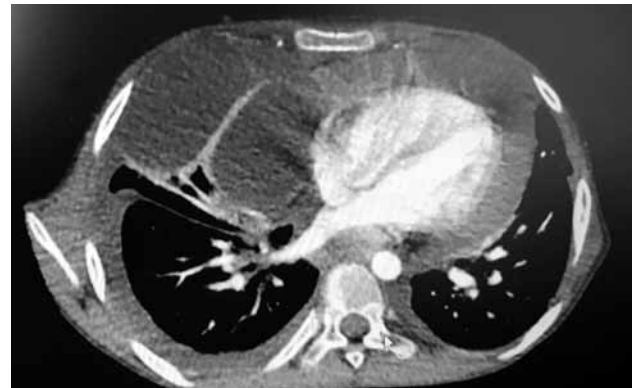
Computed-tomography image. Pericardial thickening and large amount of pericardial and pleural effusion were seen.
